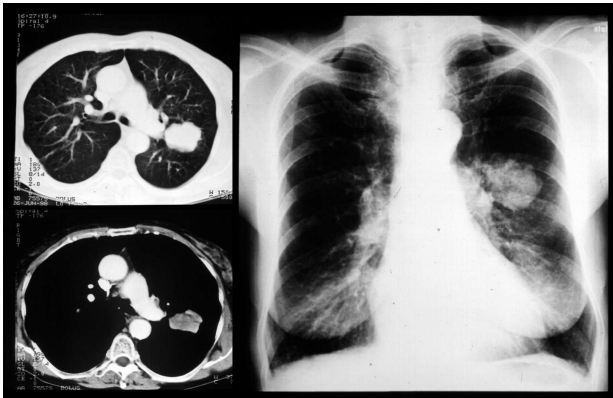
CT-Thorax und RÖ-Thorax bei Bronchialkarzinom
